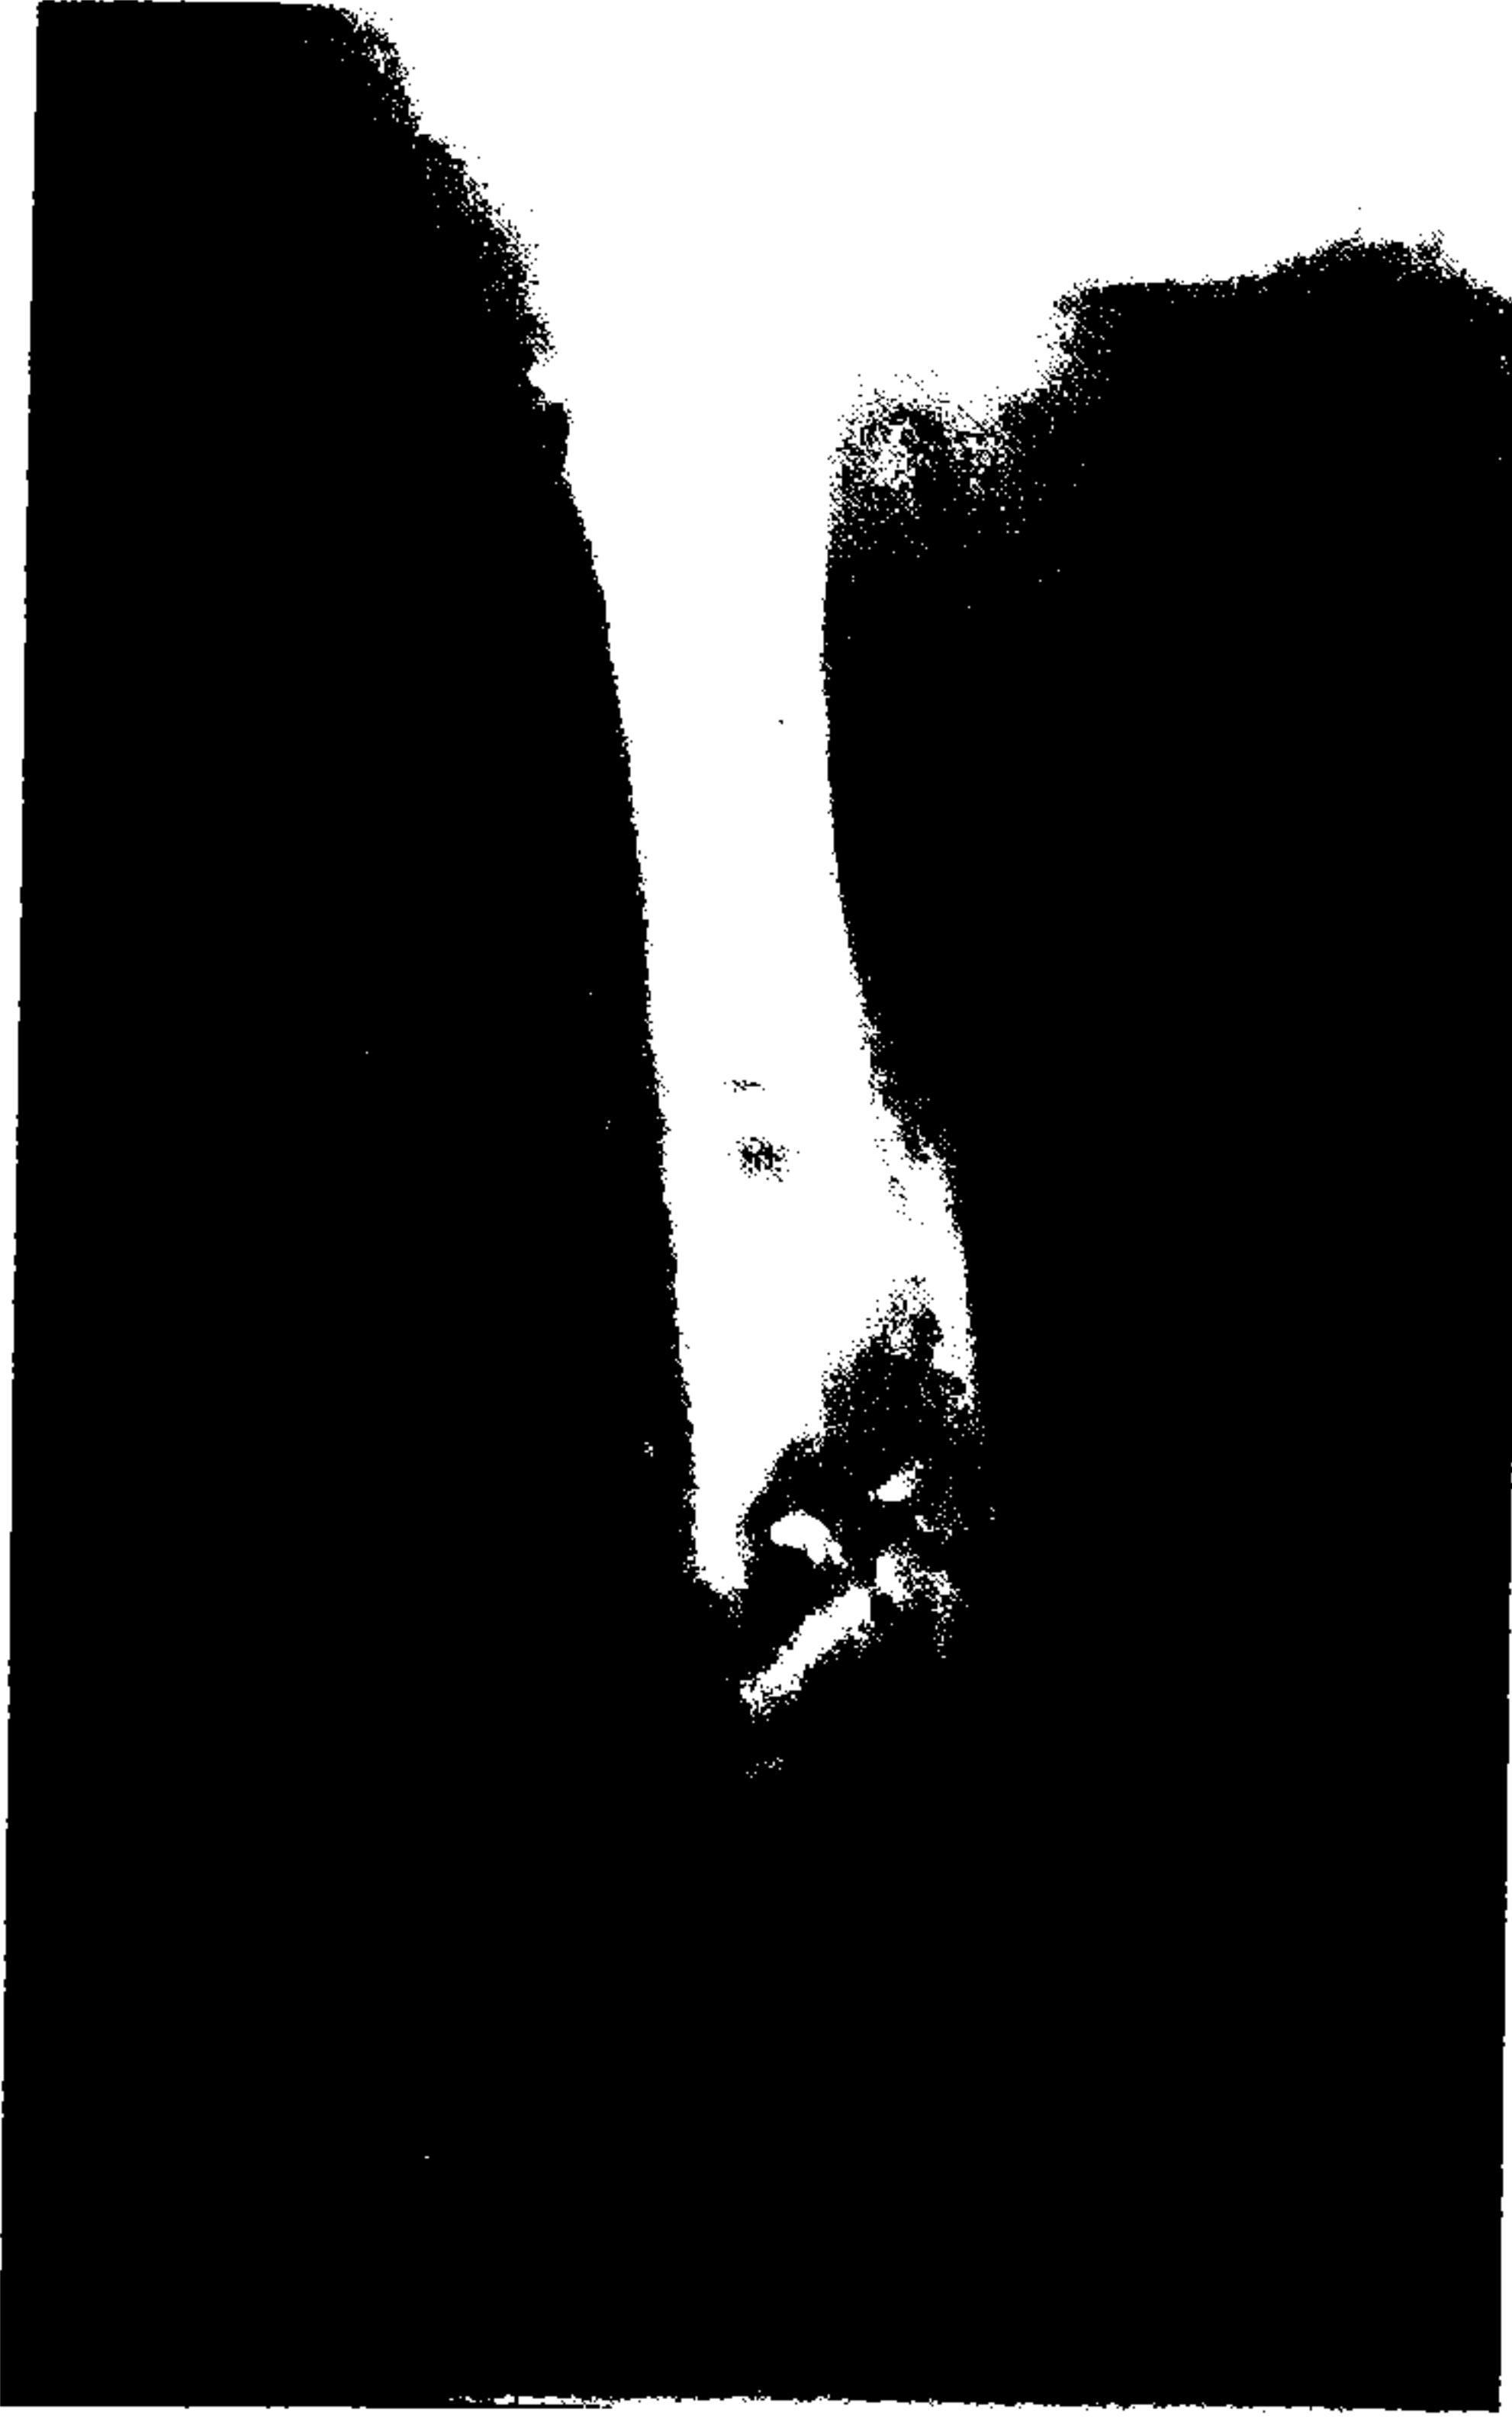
44 yaşında erkek hasta, ateşli silah yaralanması, grade III B açık femur kırığı. Tedavi öncesi grafisi.
